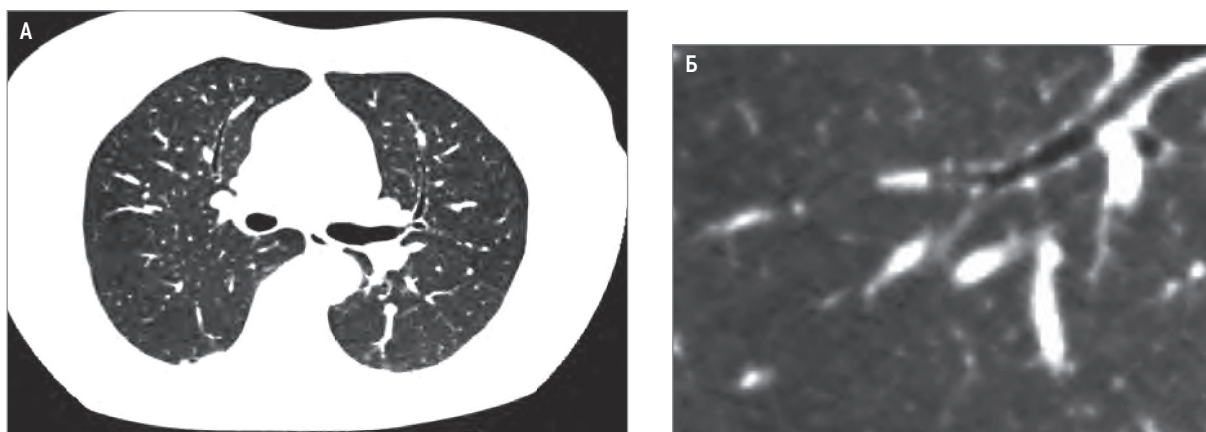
Признаки бронхита у некурящей больной язвенным колитом без бронхолегочной патологии в анамнезе: А – симптом «трамвайных рельсов»; Б – неравномерное утолщение и уплотнение стенок бронхов. Компьютерная томография
